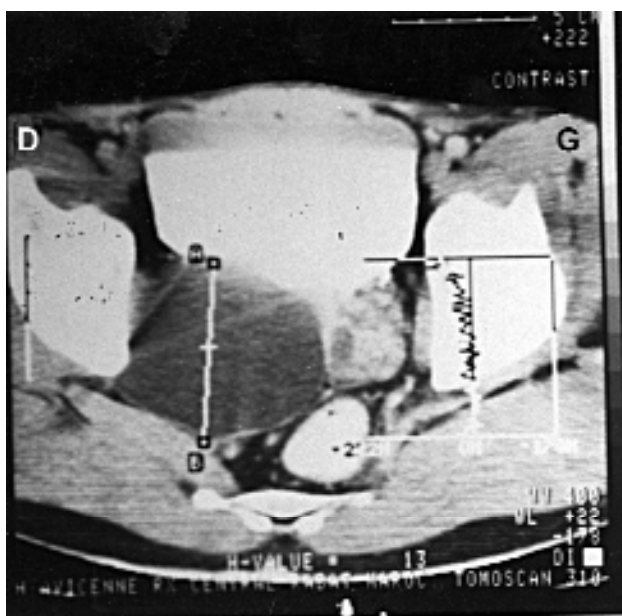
La TDM montre une masse rétrovésicale à droite bien limitée et hypodense.
